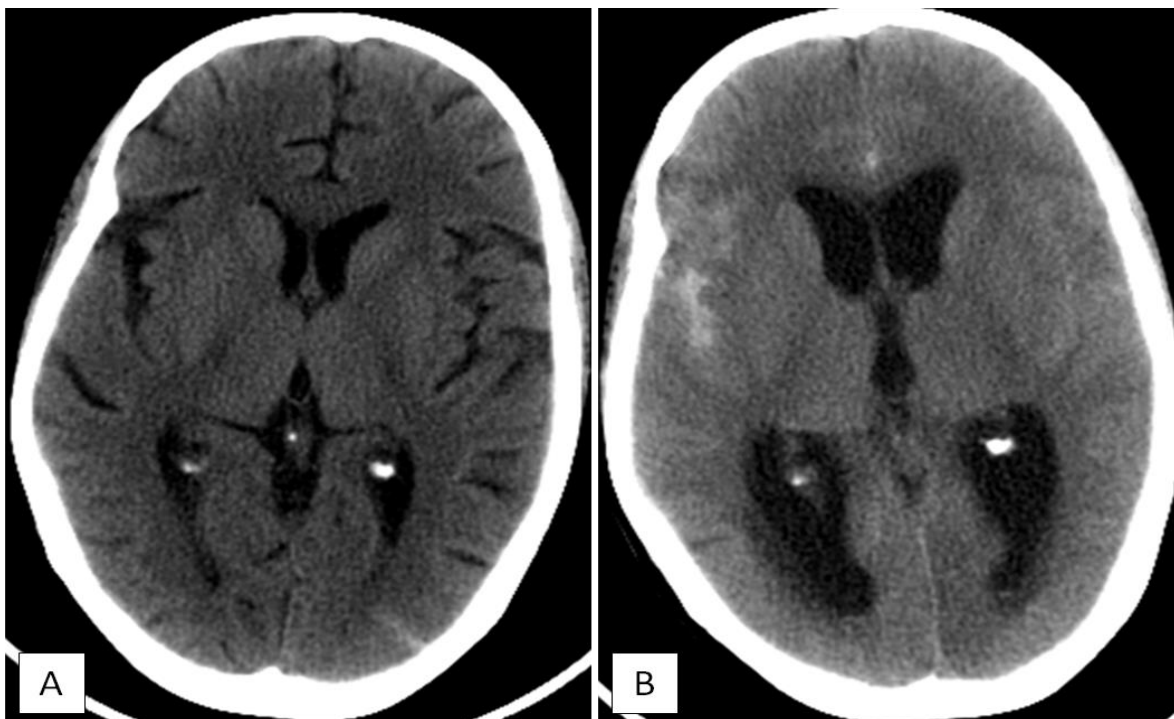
La TDM cérébrale initiale objective la présence d'une hémorragie méningée occipitale Fisher I (A).
